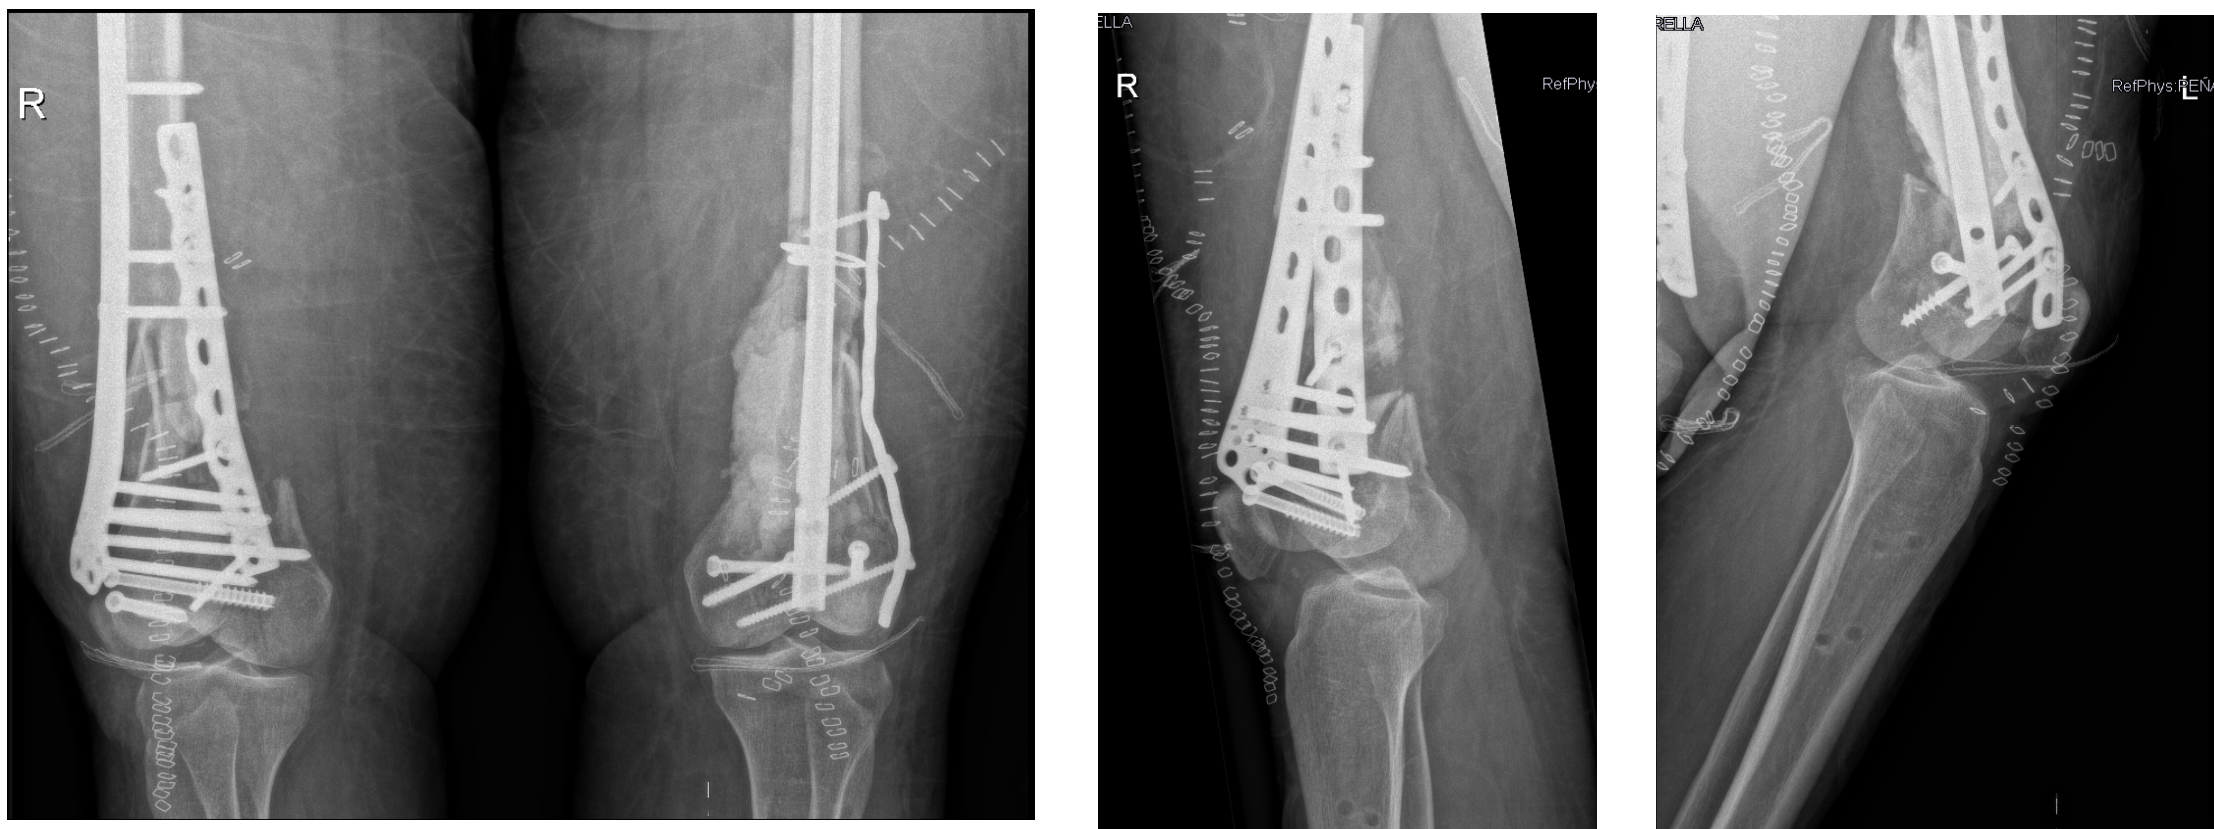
Control postoperatorio de la primera intervención quirúrgica. De izquierda a derecha: radiografías AP de ambos fémures; proyecciones laterales de fémur derecho e izquierdo.
